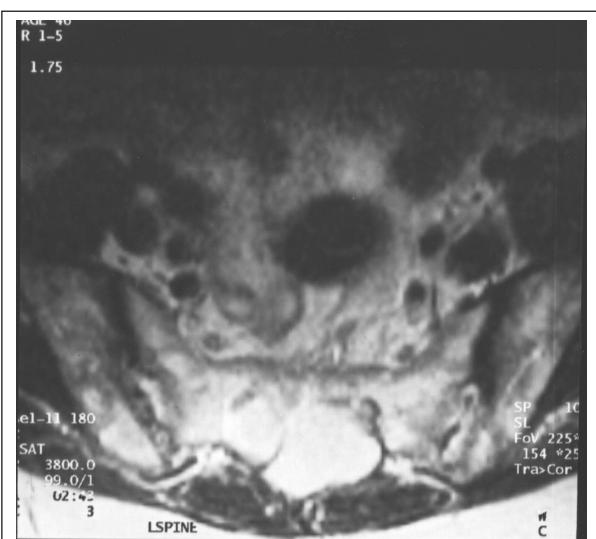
MRI Sacral Cross-Section showing Perineural Cysts
